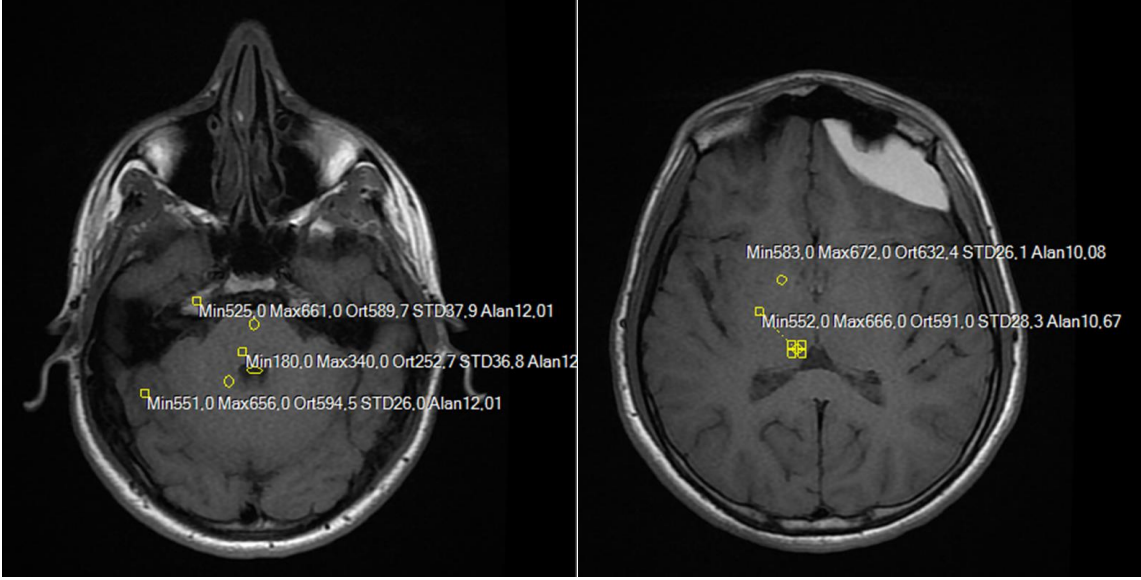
Olgu 1'in 15. kontrastlı kranyal MRG tetkikinde dentat çekirdek, pons ve 4. ventrikül düzeyinde BOS'tan yapılan ROI ölçümleri
